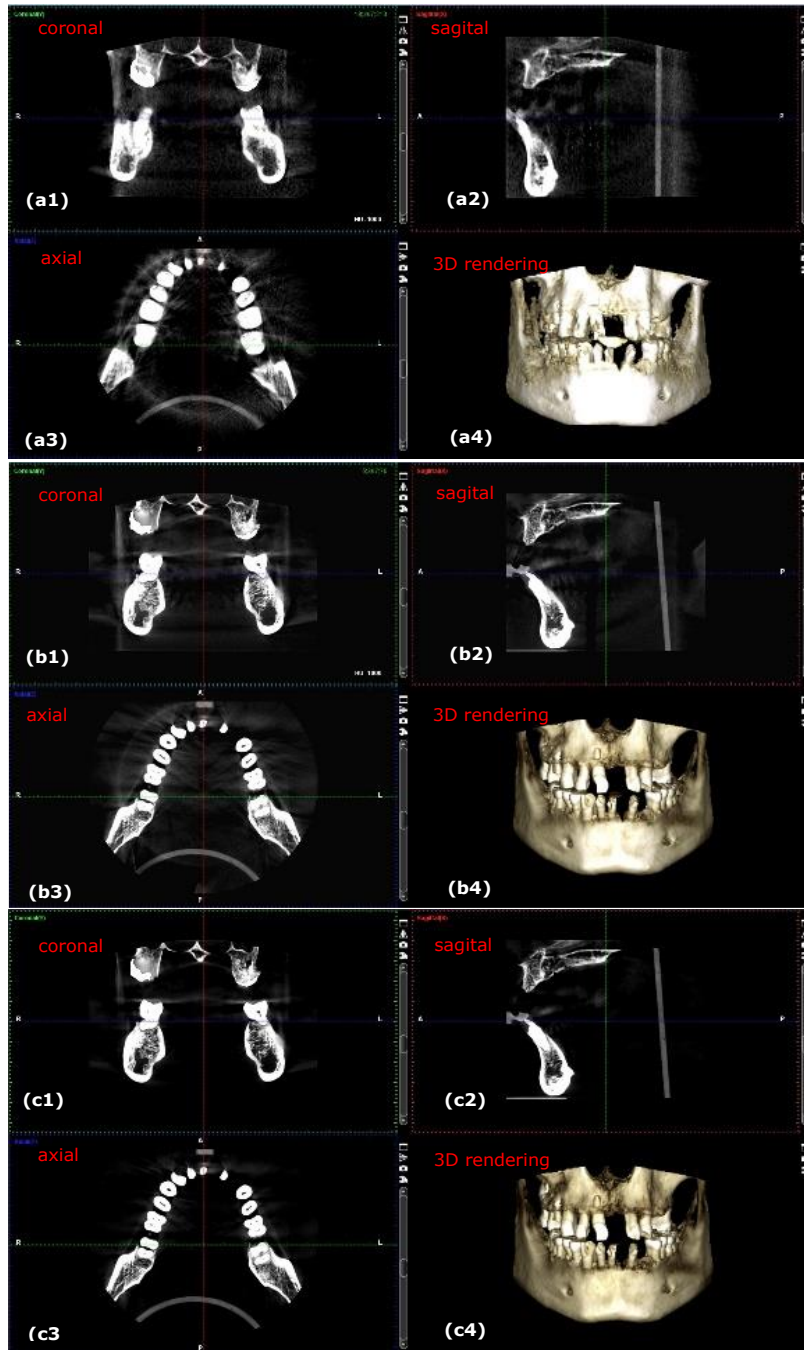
Imagini 3D CBCT obținute prin procesul de optimizare. Pașii acestui proces includ: (a) primele imagini CBCT 3D cu cele mai mici valori de tensiune și curent (b) un CBCT 3D intermediar; (c) CBCT 3D de cea mai înaltă calitate obținută. Cele patru imagini corespunzătoare din fiecare panou reprezintă: (1) vedere coronală; (2) vedere sagitală; (3) vedere axială; (4) redare 3D.
